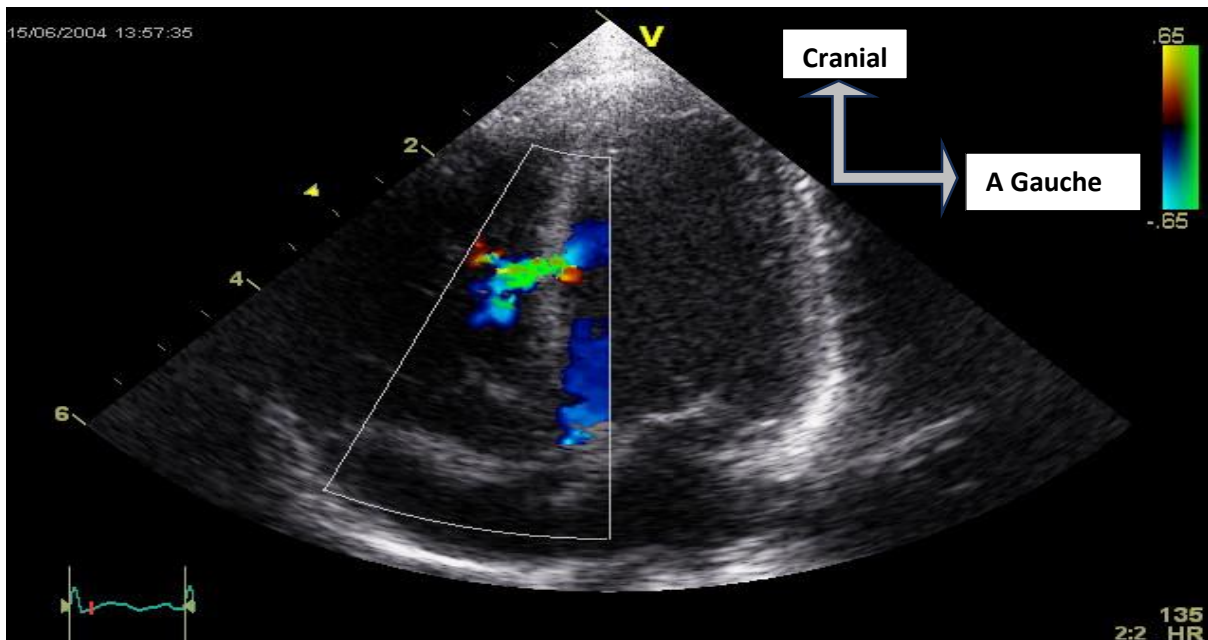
Image en échocardiographie doppler couleur : le flux vert témoigne d'un passage de sang entre le ventricule gauche et le ventricule droit à travers le septum [45]
